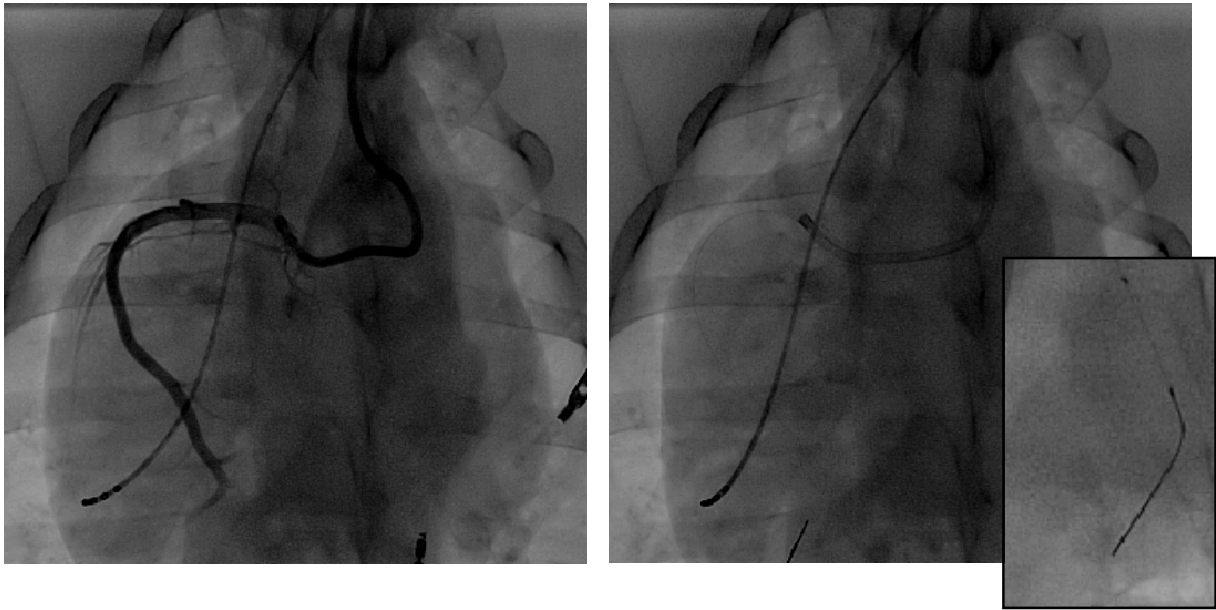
Linkes Bild: Angiographie der rechten Koronararterie (RCA) eines Versuchstieres sowie Darstellung der 4poligen temporären Schrittmachersonde im rechtsventrikulären Apex. Rechtes Bild: Position des Führungsdrahtes in einem myokardialen Endast der RCA. Im kleinen Bild Darstellung des Führungsdrahtes in der Gefäßperipherie und des über diesen vorgeschobenen, nicht inflatierten Ballonkatheters. Die Position des Ballons ist durch die beiden Röntgenmarker (schwarze Punkte) gekennzeichnet – dieser ist bis zum Beginn des distalen radiopaquen Anteils des Drahtes vorgeschoben worden.
